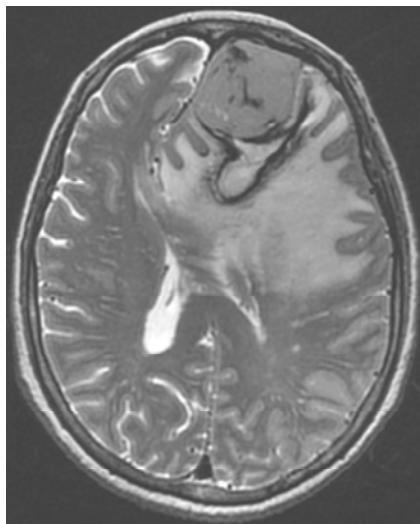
IRM en secuencia T2 de meningoíoma con edema cerebral por compresión y desviación de la línea media por efecto de masa.
